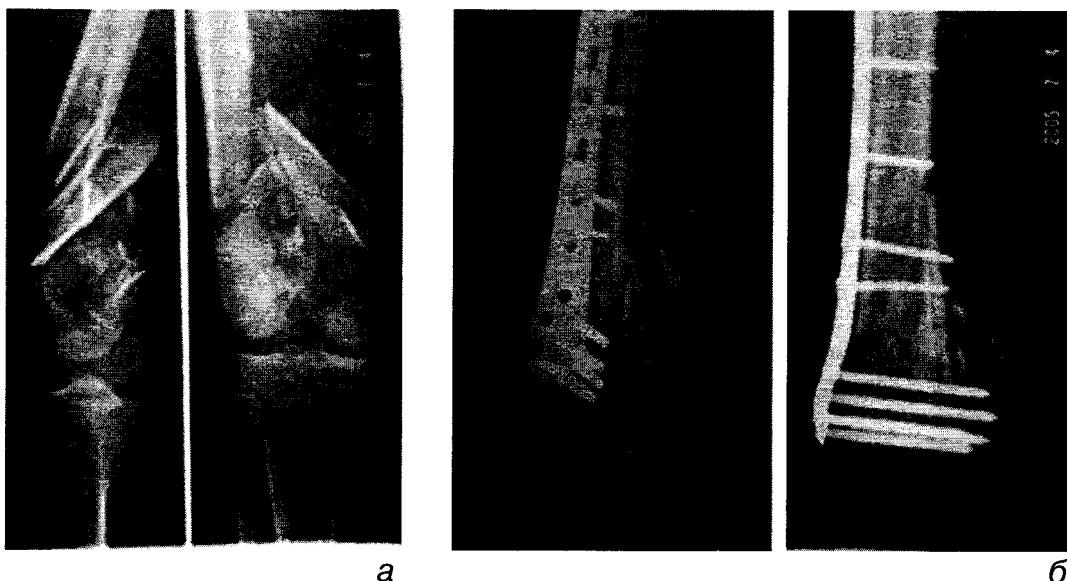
Рентгенограммы больного с несросшимся многоскольчатым переломом бедренной кости до (а) и после (б) остеосинтеза фиксатором с угловой стабильностью.
